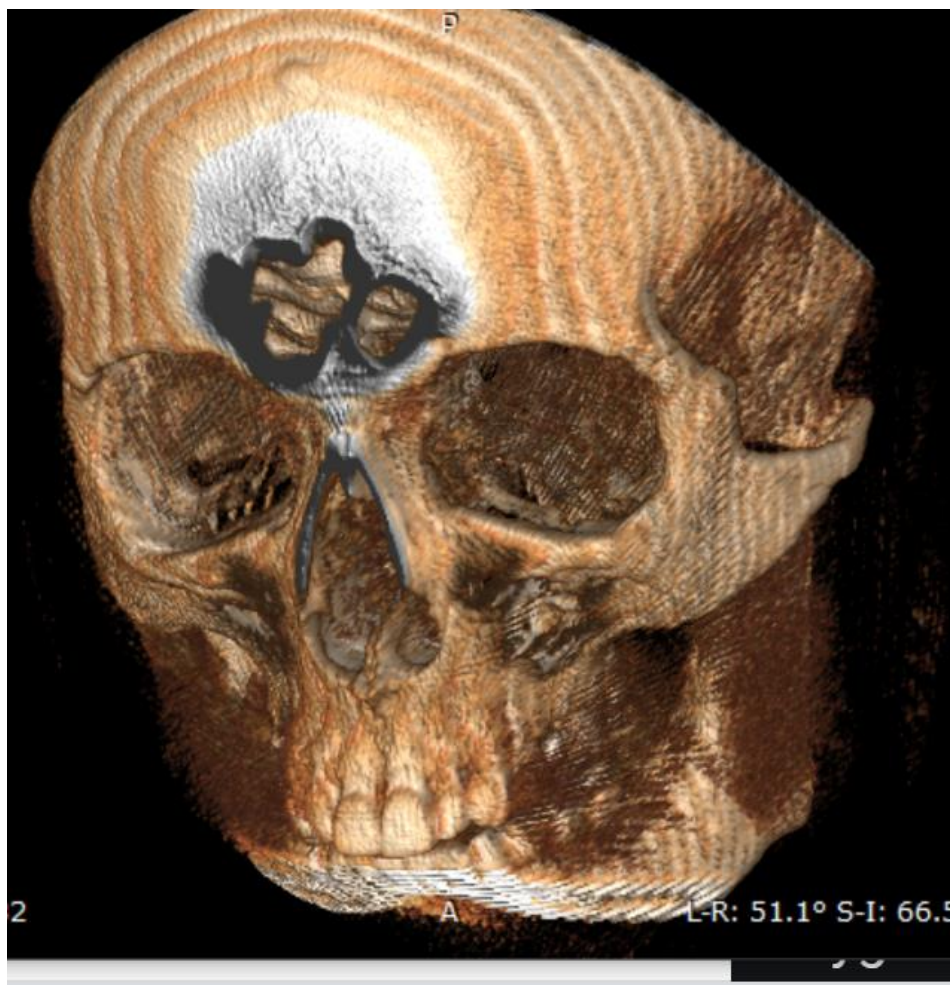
СКТ. 3D моделювання. Візуалізація іклової ямки та виличного відростку верхньої щелепи.
